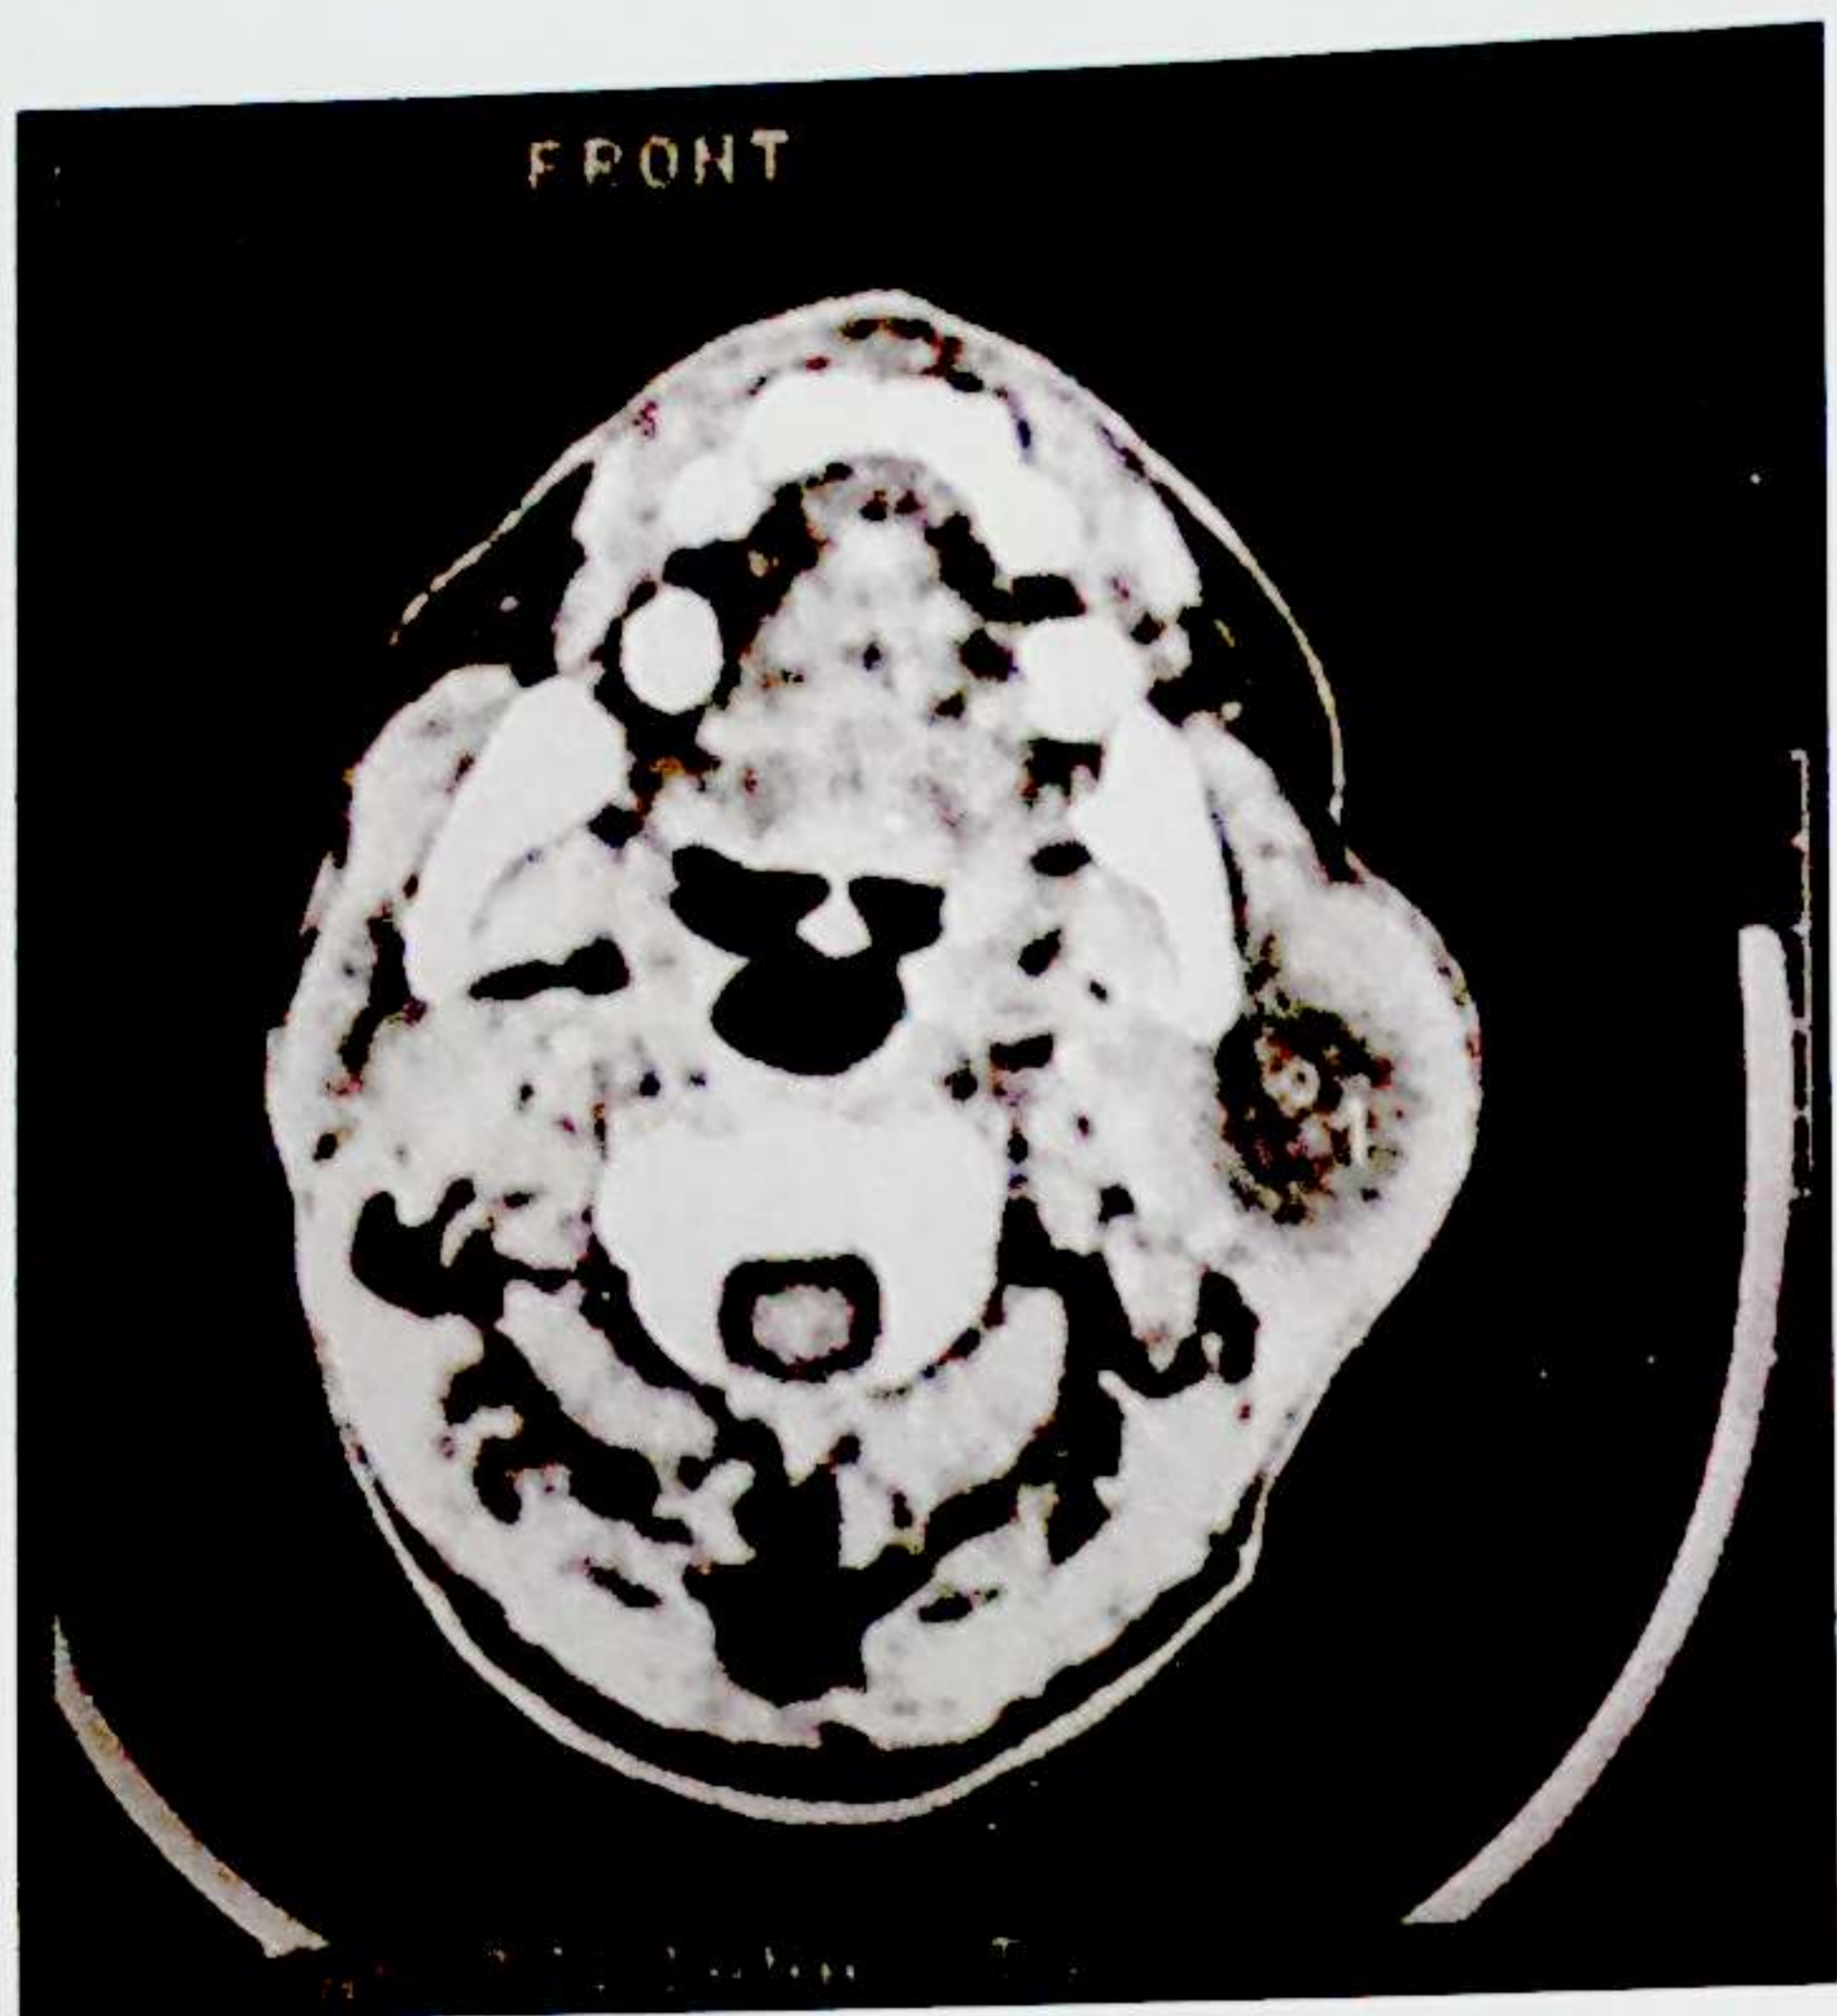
Tumora Warthin localizate la nivelul glandei parotide- imagine CT
